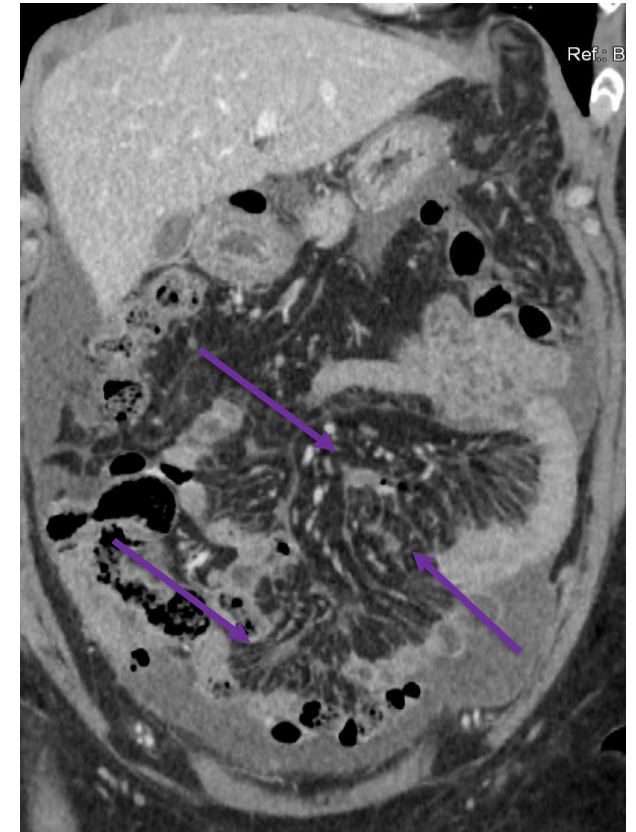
TC corte coronal con contraste. Afectación de la raíz mesentérica
